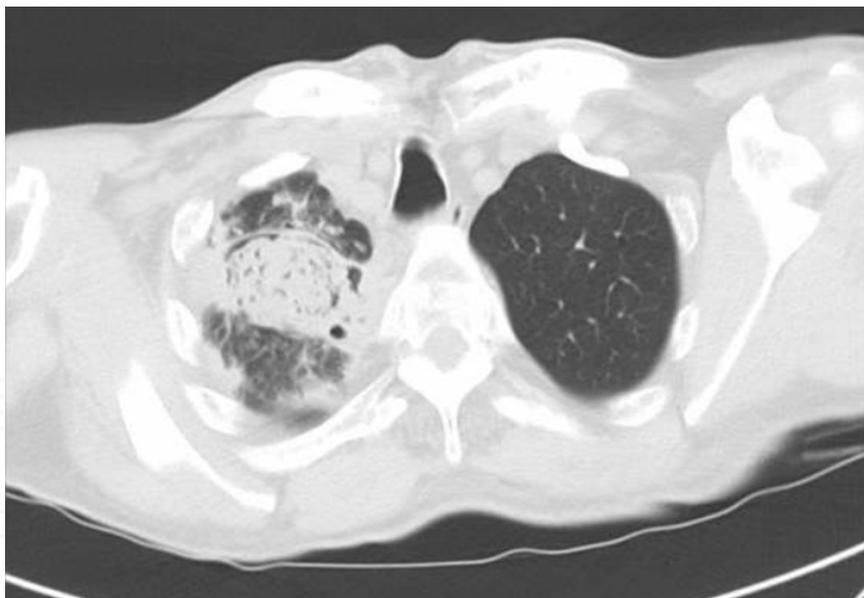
TC de tórax con imagen sugerente de aspergiloma en lóbulo superior derecho.
